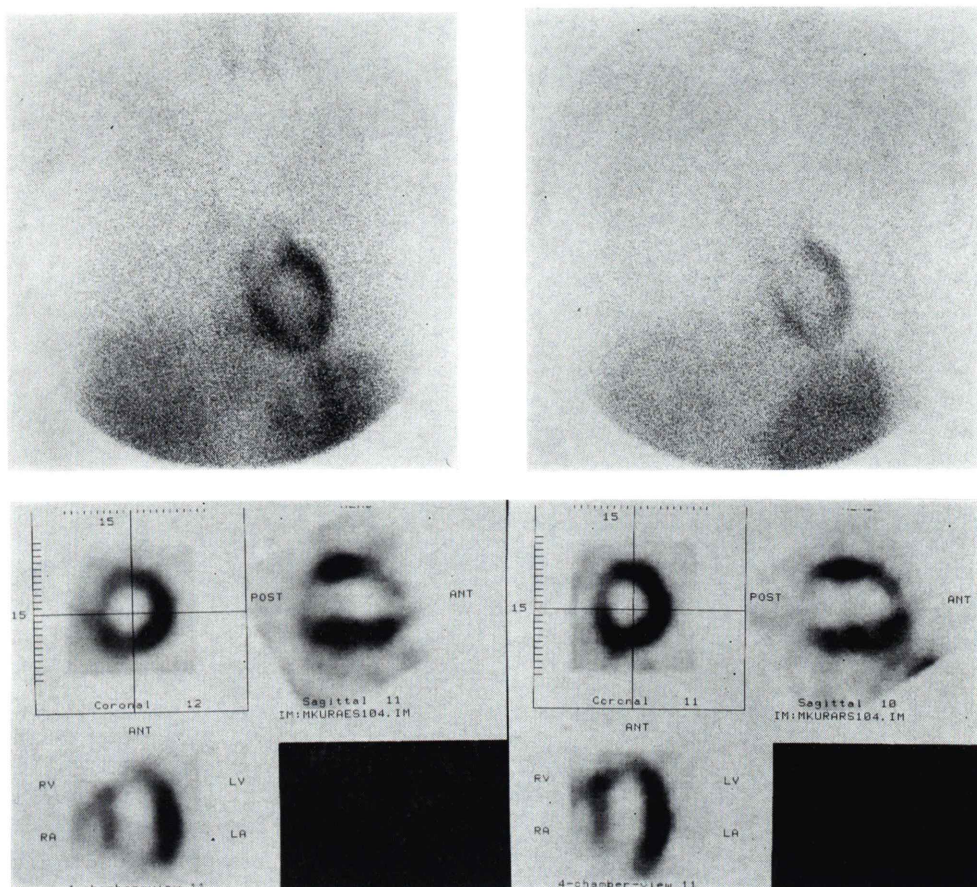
^{201}Tl myocardial scintigraphy in Jan. 7, 1992 (before operation). Left upper: exercise planar image. Right upper: redistribution planar image. Left lower: exercise SPECT images. Right lower: redistribution SPECT images. These images show incomplete redistribution in the antero-septal and apical region.
